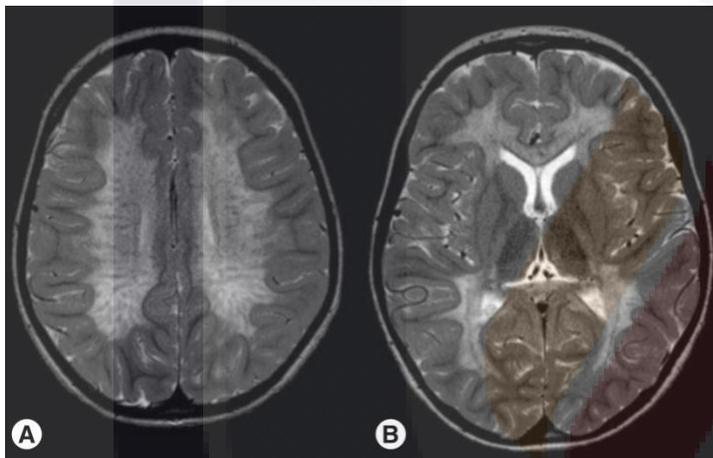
A, resonancia magnética con hiperintensidad de la sustancia blanca. B, resonancia magnética que muestra lesión en el cuerpo calloso y capsula interna. Ambas asociadas a la leucodistrofia metacromática . Tomada de Kohlschütter A, Eichler F. Childhood leukodystrophies: a clinical perspective. Expert Rev Neurother. 2011 Oct 9;11(10):1485–96.
